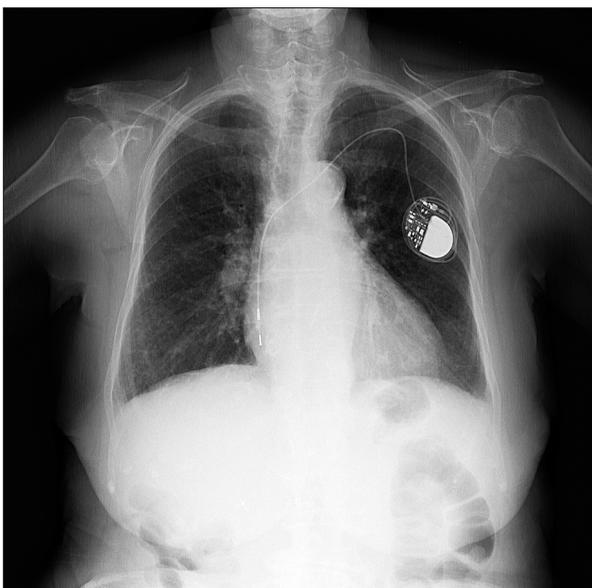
Radiografía de tórax en la que se visualiza el electrodo del marcapasos enrollado sobre el generador.
